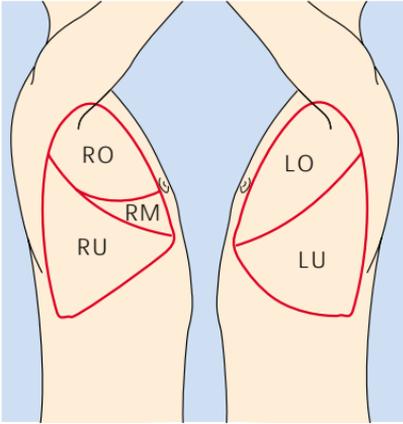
Lage der Lungenlappen von lateral: RO = rechter Oberlappen, RM = rechter Mittellappen, RU = rechter Unterlappen, LO = linker Oberlappen, LU = linker Unterlappen
